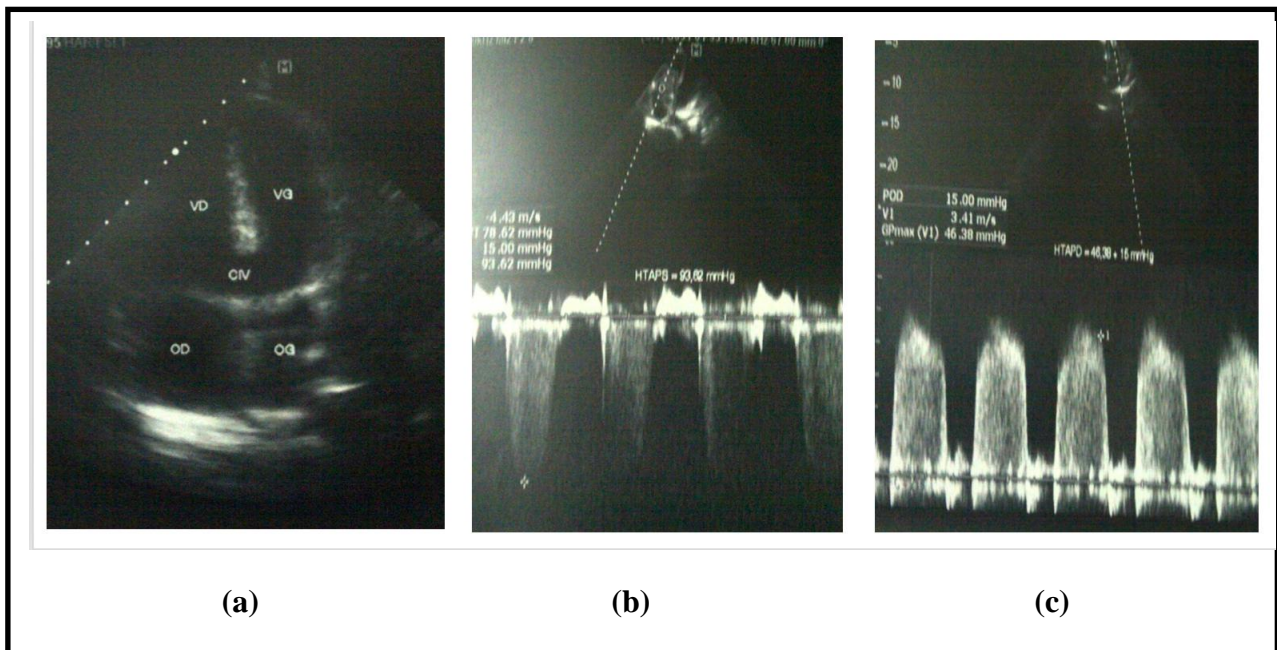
Échographie Doppler cardiaque transthoracique. (a) CIV périmembraneuse vue en coupe apicale 4 cavités. (b) Insuffisance tricuspide en doppler continu permettant d'estimer l'HTAPS à 93,6 mmHg. (c) Insuffisance pulmonaire avec un GP max télédiastolique à 46,3 mmHg, permettant d'estimer l'HTAPD à 61,3 mmHg. (Transthoracic cardiac Doppler ultrasound. (a) Perimembranous inter ventricular communication seen in apical section 4 cavities. (b) Tricuspid regurgitation in continuous Doppler to estimate systolic pulmonary arterial hypertension at 93.6 mmHg. (c) Pulmonary regurgitation with a maximum end diastolic pressure gradient at 46.3 mmHg, to estimate diastolic pulmonary arterial hypertension at 61.3 mmHg).
